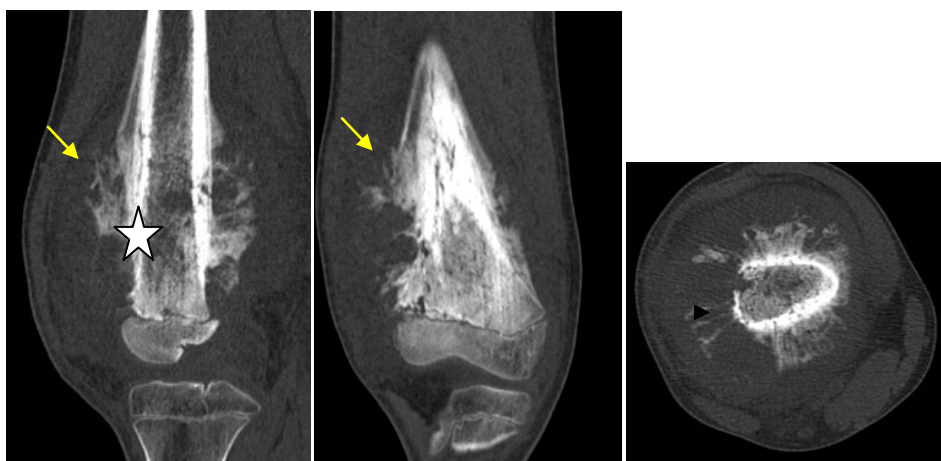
TDM du fémur en fenêtre osseuse coupes coronale, sagittale et axiale :
